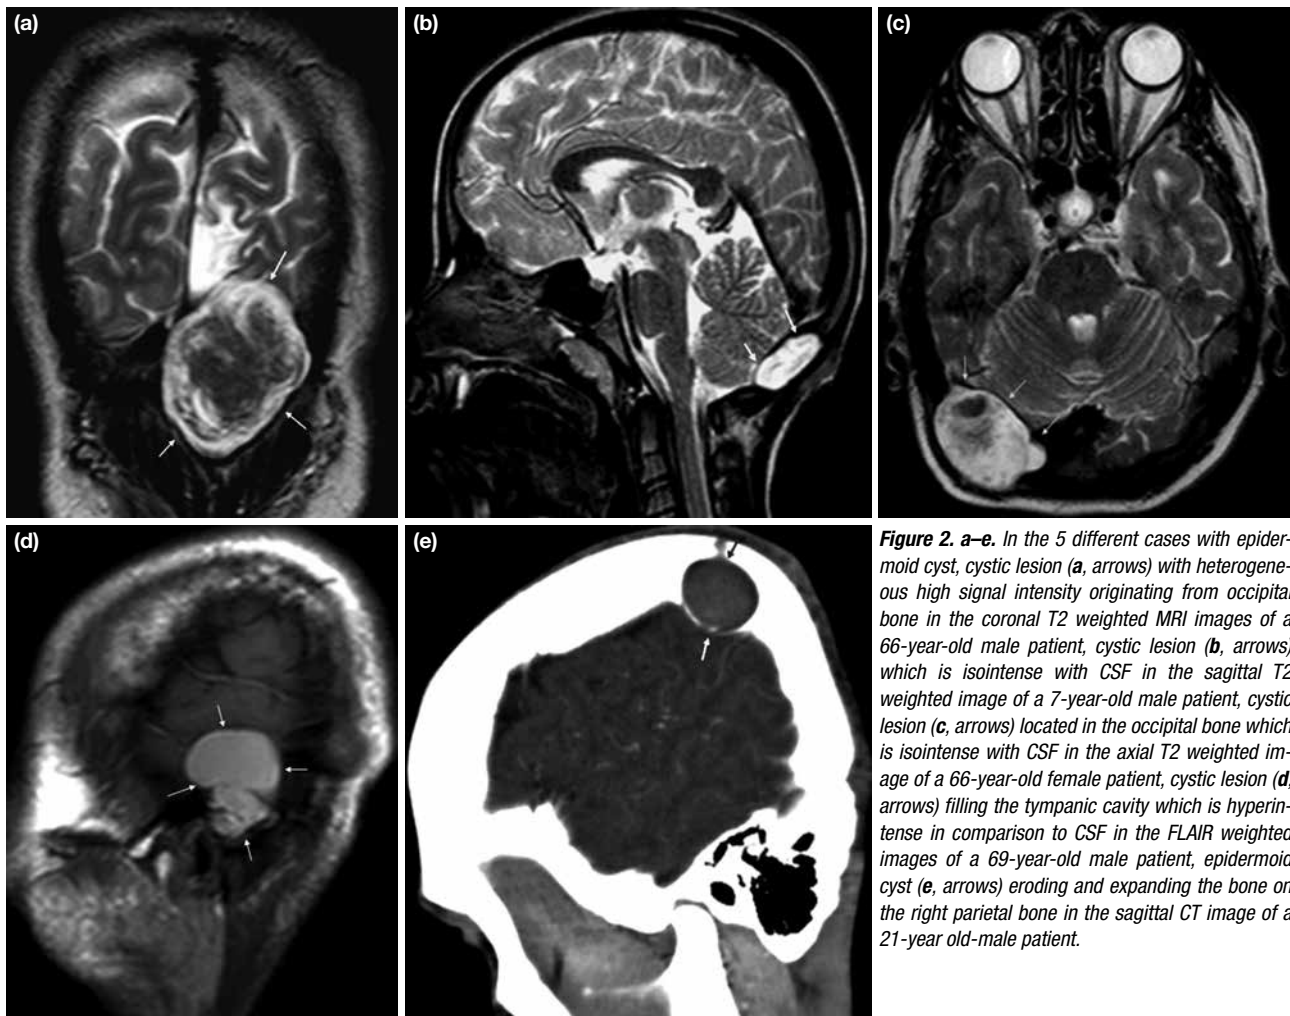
a–e. In the 5 different cases with epidermoid cyst, cystic lesion (a, arrows) with heterogeneous high signal intensity originating from occipital bone in the coronal T2 weighted MRI images of a 66-year-old male patient, cystic lesion (b, arrows) which is isointense with CSF in the sagittal T2 weighted image of a 7-year-old male patient, cystic lesion (c, arrows) located in the occipital bone which is isointense with CSF in the axial T2 weighted image of a 66-year-old female patient, cystic lesion (d, arrows) filling the tympanic cavity which is hyperintense in comparison to CSF in the FLAIR weighted images of a 69-year-old male patient, epidermoid cyst (e, arrows) eroding and expanding the bone on the right parietal bone in the sagittal CT image of a 21-year old-male patient.
